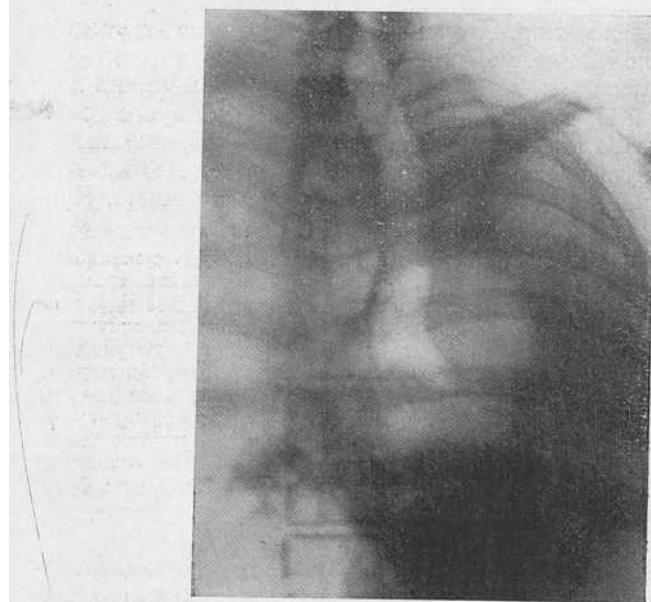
Суперэкспонированная рентгенограмма того же больного. Отмечается конусовидной формы «культия» главного бронха левого легкого.
